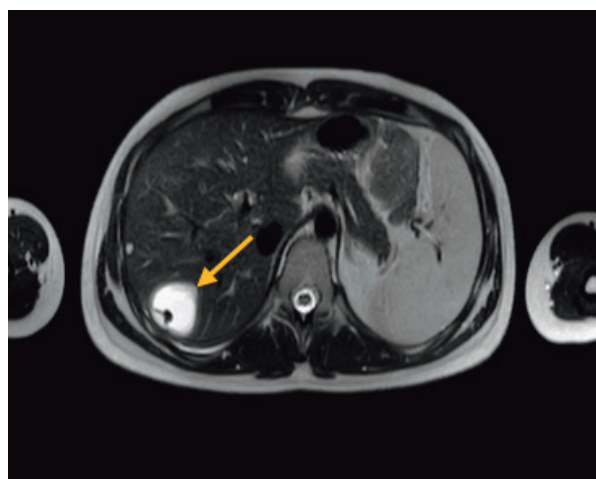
Магнитно-резонансная томограмма в аксиальной проекции. Эхинококковая киста 7-го сегмента печени. Стрелкой обозначена бухта фиброзной капсулы, вдающаяся в паренхиму печени
